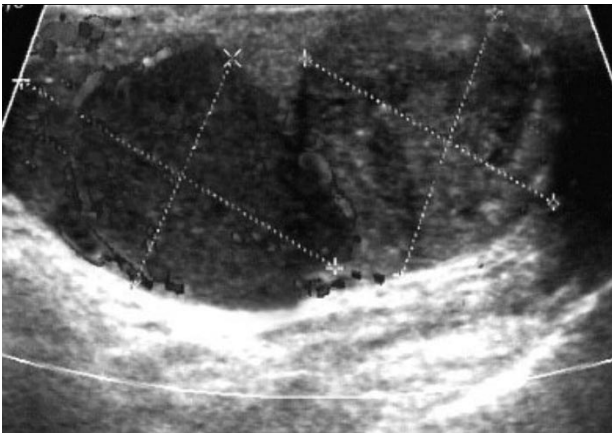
Ecografía testicular mostrando el nódulo seminomatoso, (más homogéneo e hipoeoico) y el teratocarcinoma (heterogéneo) y con alguna calcificación puntiforme.
